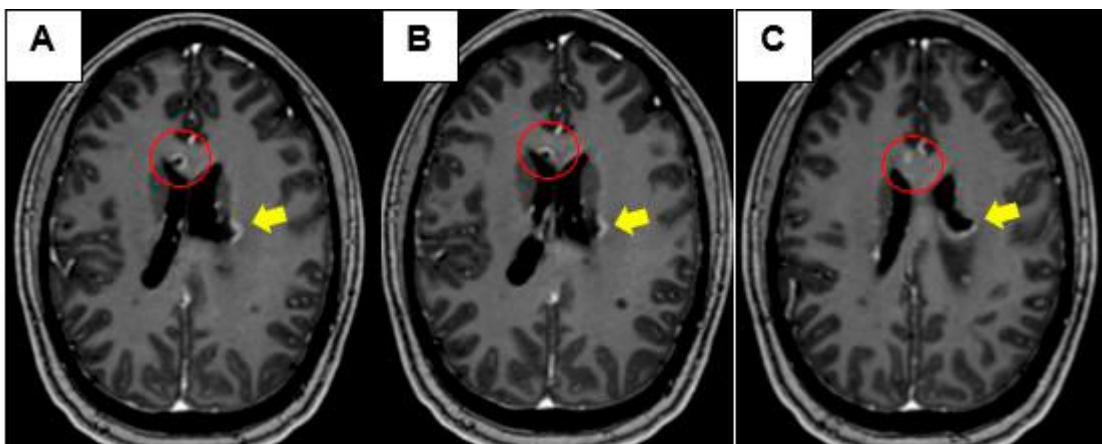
A-D, Resonancia magnética, secuencia T1-TSE (turbo spin echo) contrastada en corte transversal, donde se observan lesiones desmielinizantes en fase aguda, periventriculares y subcorticales. Captación: en anillo incompleto en A y B, anillo completo en C y nodular D (flechas amarillas). Edema vasogénico intra-axial (flecha roja) por meningioma no mostrado.
